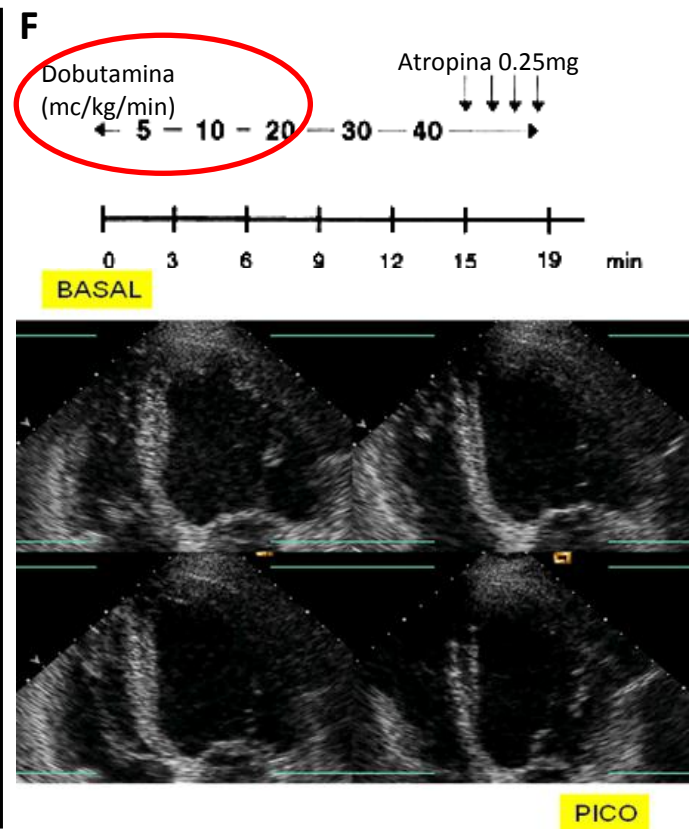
Metodologias para avaliar a função sistólica do ventrículo esquerdo e ou reserva funcional e isquemia miocárdica. A: Método de Simpson: estimativas dos volumes telediastólico (VTD) e telessistólico (VTS); B: “Wall Motion Score Index”. C: *Strain*; D: *Speckle tracking*; E: Ecografia 3D; F: Ecocardiograma de stress com dobutamina. Retirado e adaptado de Lang et al, (2006). (Lang RM, Bierig M, Devereux RB et al. Recommendations for chamber quantification. Eur J Echocardiogr 2006; 7:79-108); Feigenbaum’s Echocardiography, 7 th edition
